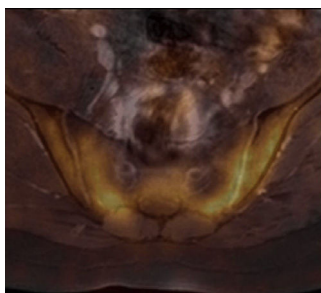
Tomografía computada por emisión de positrones con 18-fluorodesoxiglucosa (18FDG-PET) fusionada con resonancia magnética (RM) en corte axial de columna lumbosacra muestra una marcada avidéz de la articulación sacroilíaca por el radiotrazador.
